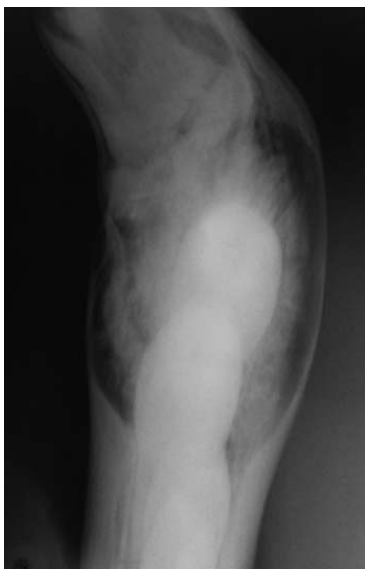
Radiografía oclusal.
